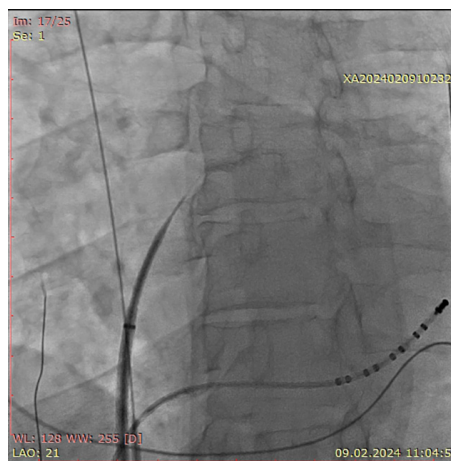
Момент транссептальної пункції під рентгеноконтрастним контролем
